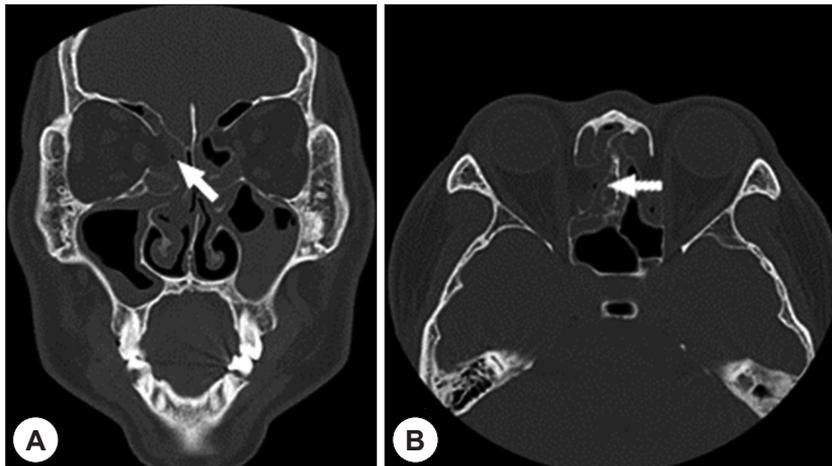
Preoperative CT scans. Coronal (A) and axial (B) CT scans show dehiscence of the right lamina papyracea with polyps in ethmoid and orbital fat tissue partially filling the ethmoid bulla (white arrow).
